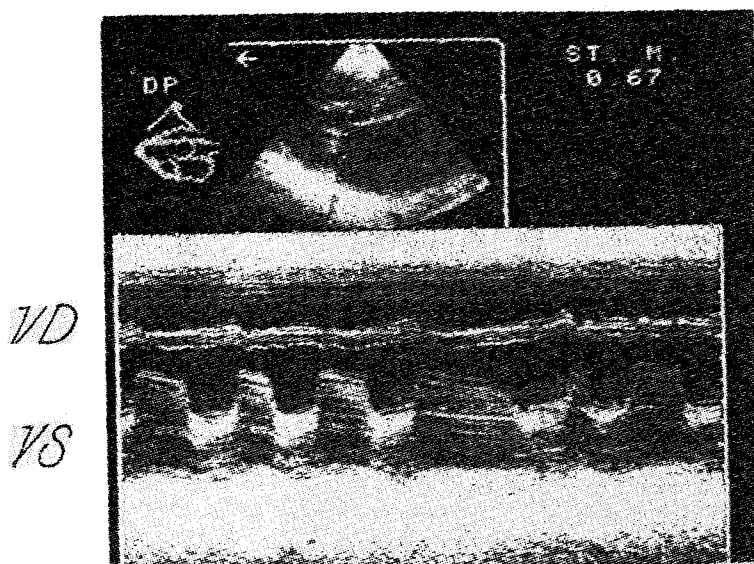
Ecocardiograma în stenoza mitrală. Sus, Eco bidimensional, jos, Eco în modul M. Se remarcă îngroșarea valvelor, mișcarea paralelă și diminuarea pantei E–F. Stenoza mitrală a fost apreciată ca având suprafața de 0,67 cm².
